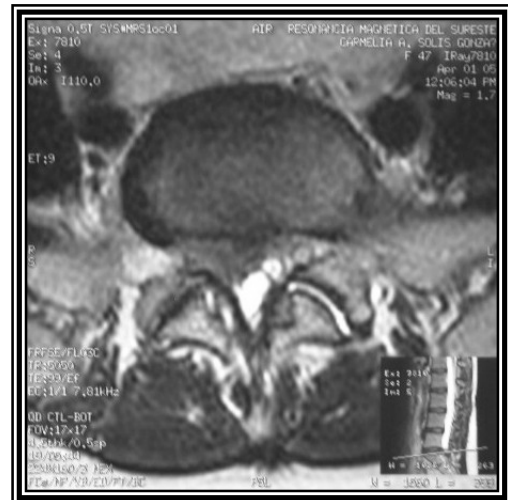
Resonancia magnética de columna lumbosacra en fases T1 y T2 en la cual se observa perdida de la lordosis lumbar con hernia de disco posterolateral derecha en L5-S1.
